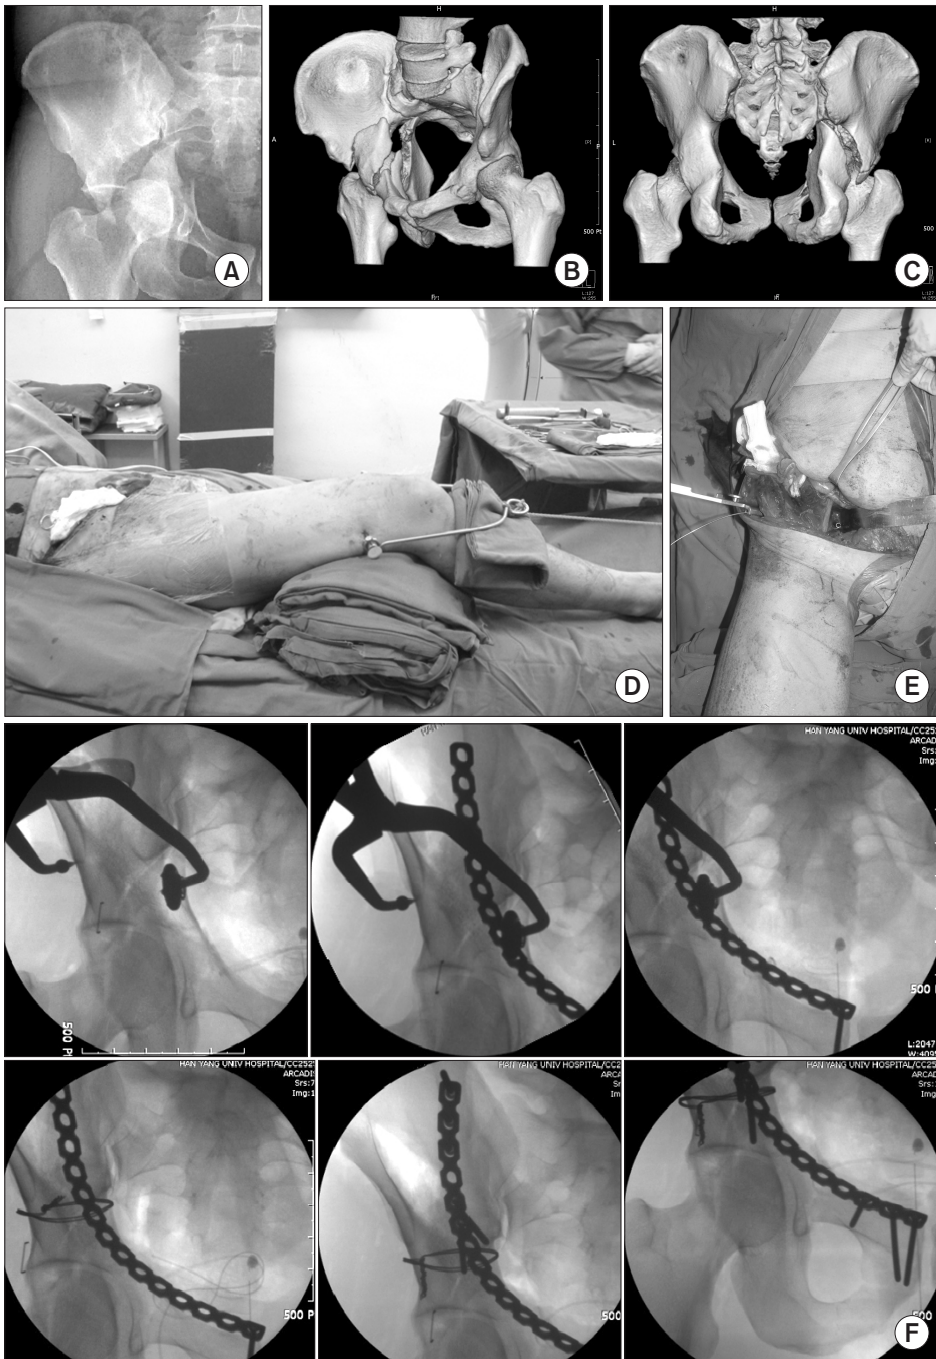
(A) Initial radiograph of a 45-year-old male showing both column fractures with a quadrilateral plate fracture. (B, C) 3-Dimensional computed tomography scan shows comminuted fracture at both column with medially displaced quadrilateral plate. (D) Supine position with mild knee flexion for iliopsoas muscle relaxation. (E) A large cerclage passer delivers the wire from the iliac crest to the greater sciatic notch with ease and safety. (F) Intraoperative fluoroscopy shows that reduction was performed by pelvic reduction clamp, and cerclage wiring; then reconstruction plate and screws are added for fixation.
